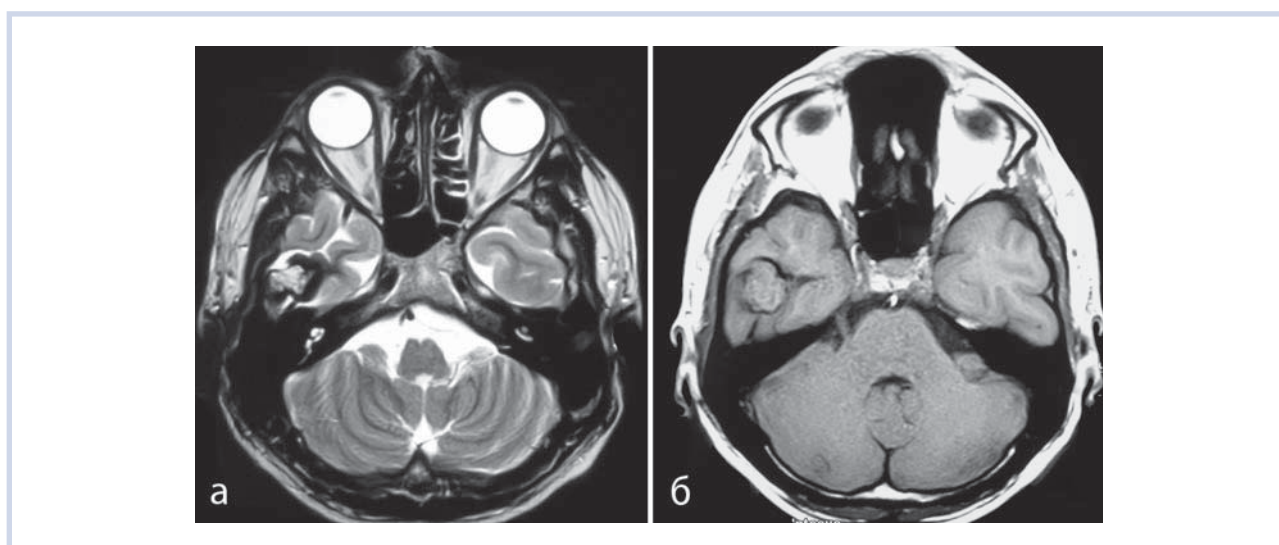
МРТ в аксиальной проекции (больной Б.).
